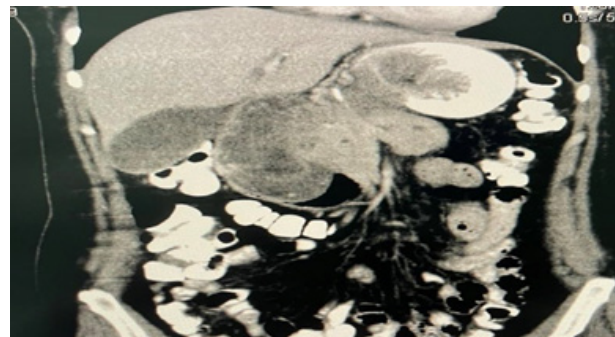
Tomografía abdomino-pélvica contrastada en corte axial y coronal. Mostrando Signo de la Diana o dona, con intususcepción gastroduodenal, con imagen característica de doble pared hiperdensa con contenido líquido en su interior e isodensidades entre ambas paredes.
